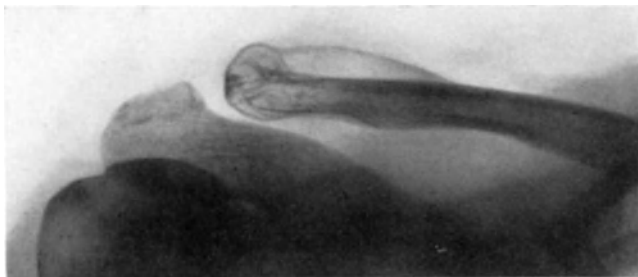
EWING-Sarkom des linken Humerus. Derselbe Fall H.-M. wie Abb. 181. Röntgenbild der rechten Schulter vom 2. 12. 36. Geschwulstwucherungen am akromialen Ende des Schlüsselbeins mit Zerstörung der Knochensubstanz, Abhebung des Periostes und „Periostitis ossificans“.
